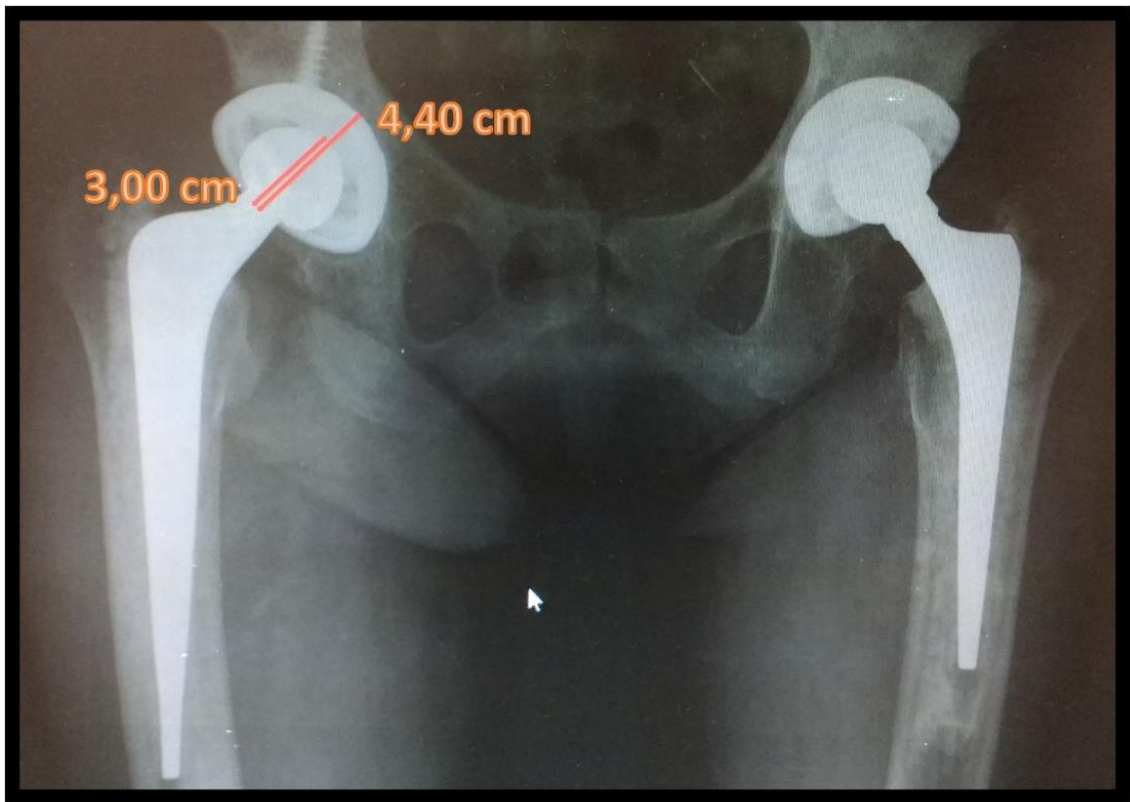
Aferição de (TL) e (S) em radiografia anteroposterior de pelve.
